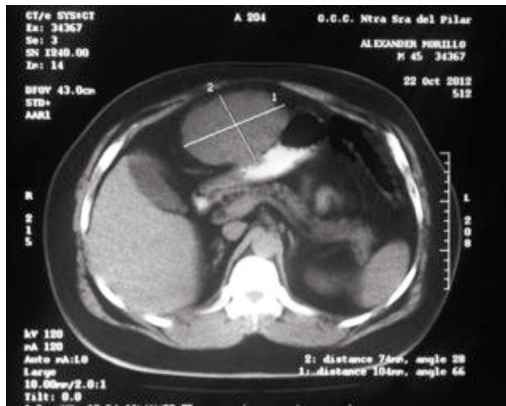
TAC abdominal. Tumor intraabdominal.
